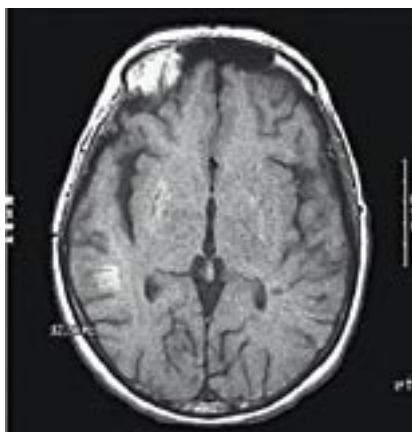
МРТ. Определяется утрата возможности дифференцировки между серым и белым веществами; сглаженность корковых извилин; лакунарные инфаркты в скорлупах с обеих сторон; снижение плотности корковых извилин; наличие линейных гиперденсивных полос, пораженных тромбозом сосудов.
